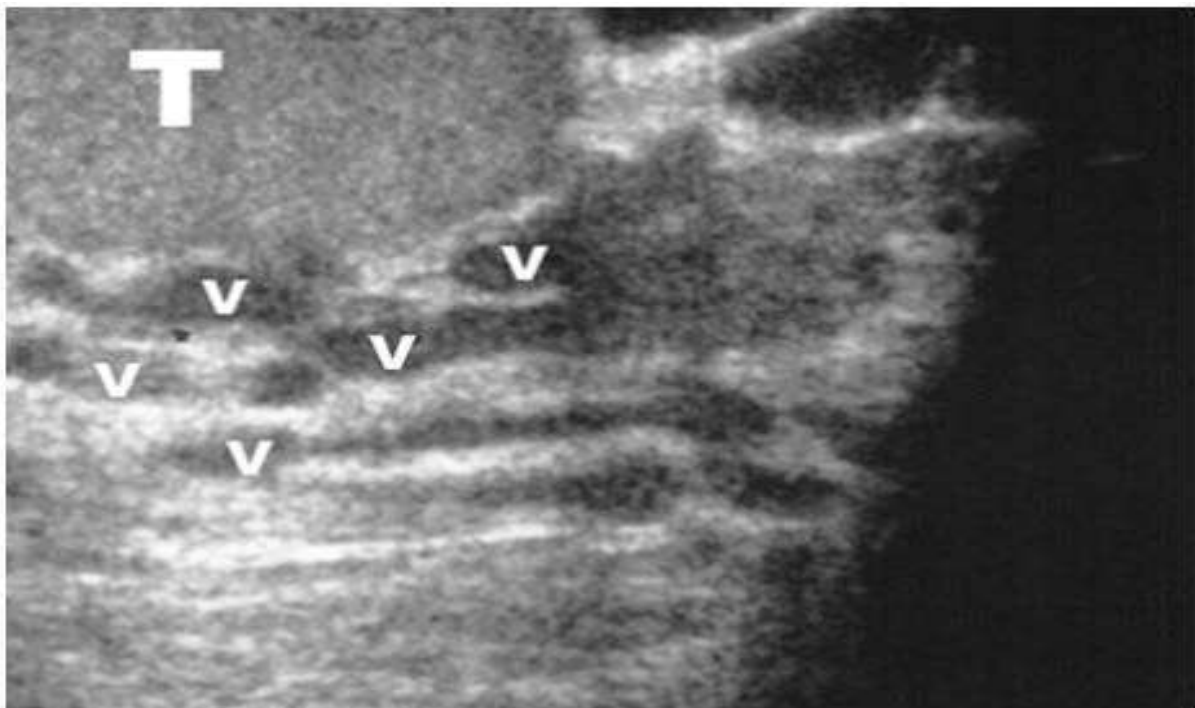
échographie scrotale révélant d'importantes structures tubulaires anéchogènes « V ») adjacentes au testicule « T ».
